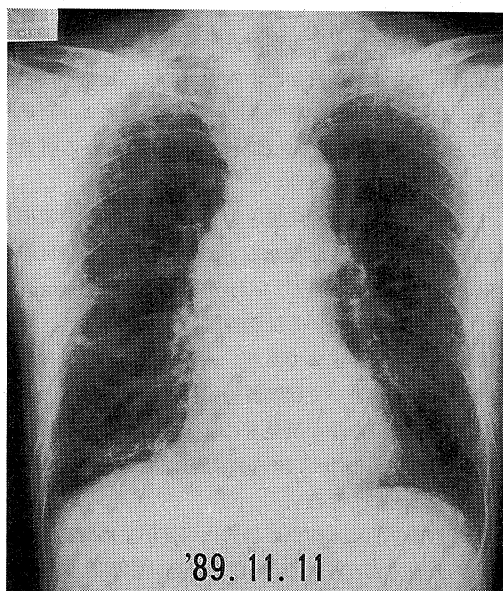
Chest roentgenogram reveals new irregular interstitial shadow on right lower lung field.
